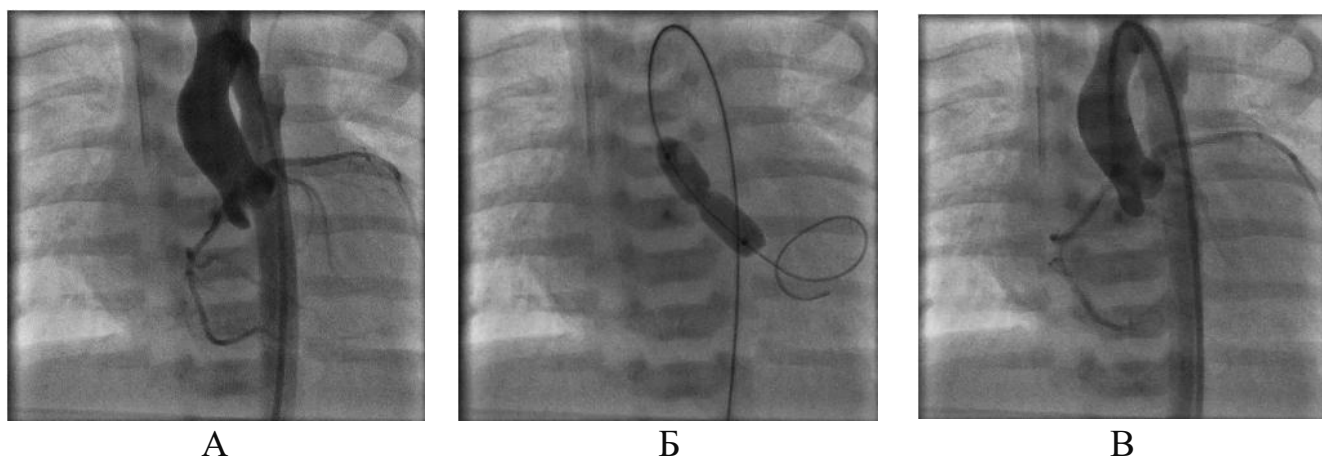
Етапи балонної аортальної вальвулопластики. А – рентгенангіографічне зображення висхідно аорти та АК, Б – балонна вальвулопластика аортального клапана, В – контрольна аортографія.
